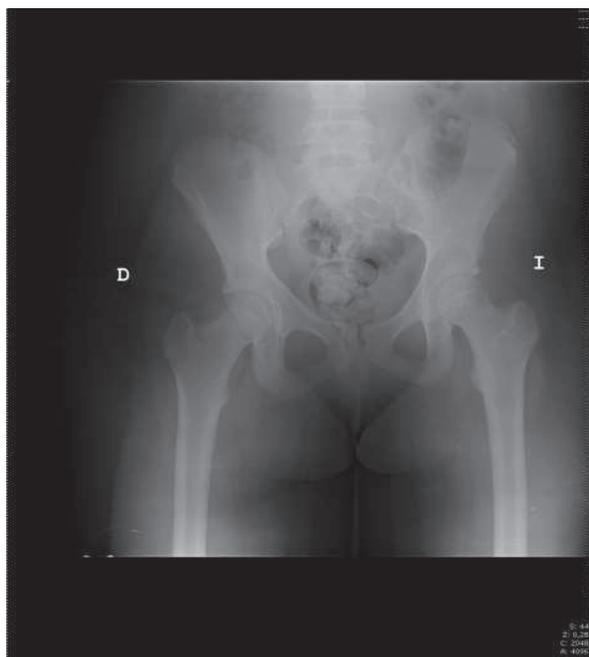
Radiografía anteroposterior de pelvis tras la reducción que muestra la cabeza femoral bien reducida.
